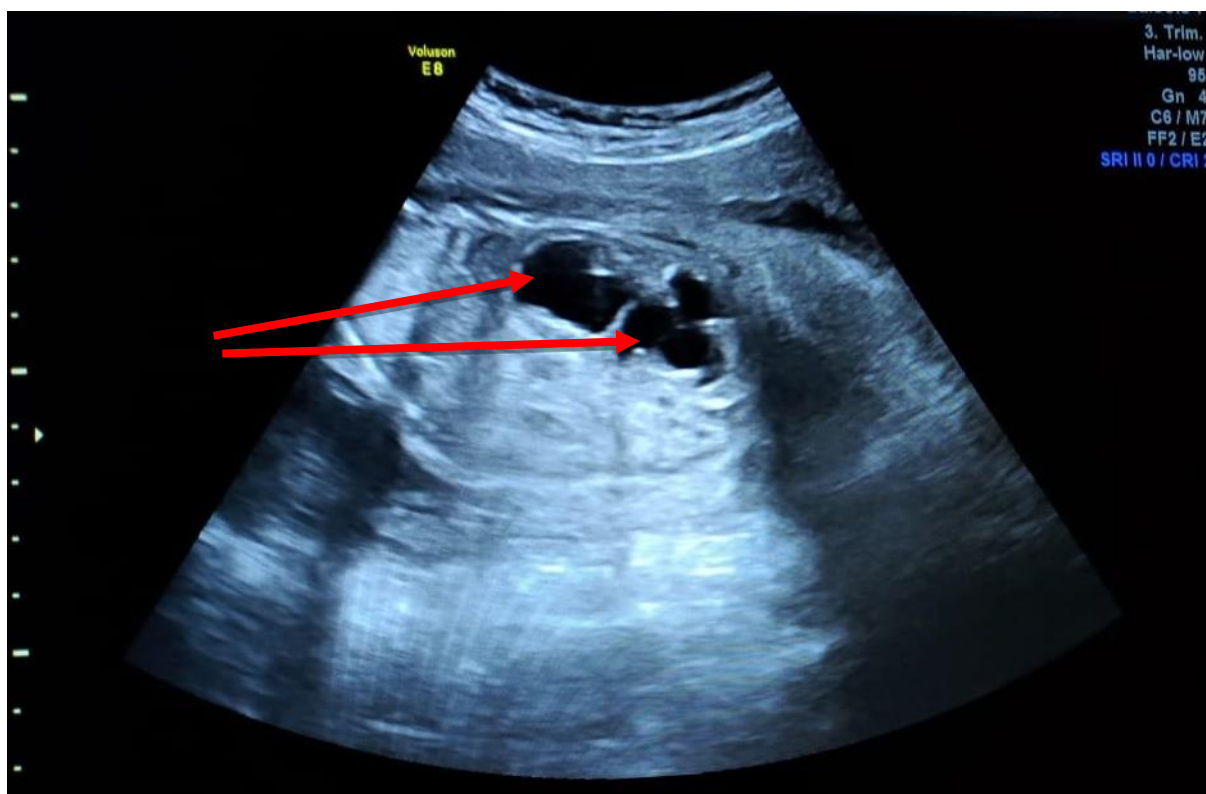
УЗИ плода на 22 неделе беременности
